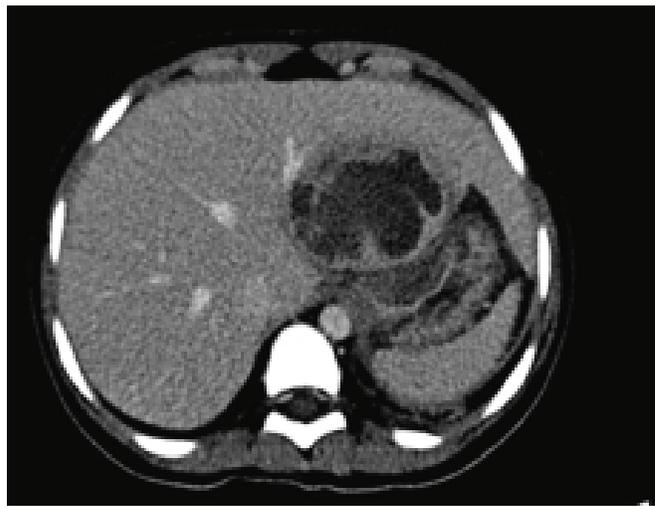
Tomografía computada abdominal con imagen hipodensa en lóbulo hepático izquierdo con realce periférico y septos compatible con absceso hepático.
